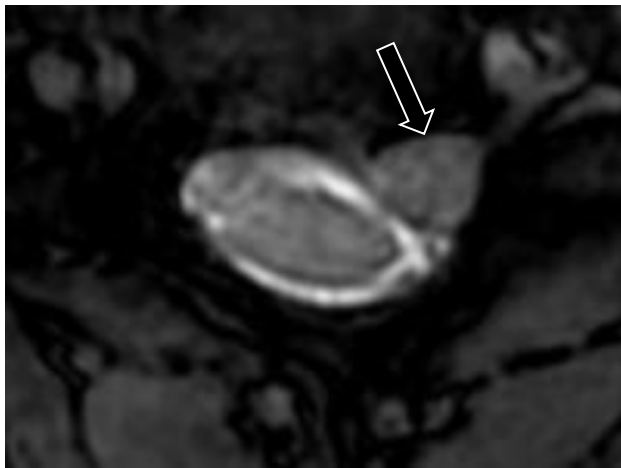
Imagem 3D COSMIC em RM de 3,0 T, evidenciando hérnia discal extrusa paramediana à esquerda (seta), reduzindo as dimensões do canal vertebral e recesso lateral esquerdo, dificultando a nítida caracterização das raízes neurais e, conseqüentemente, a identificação dos ligamentos dentados.
